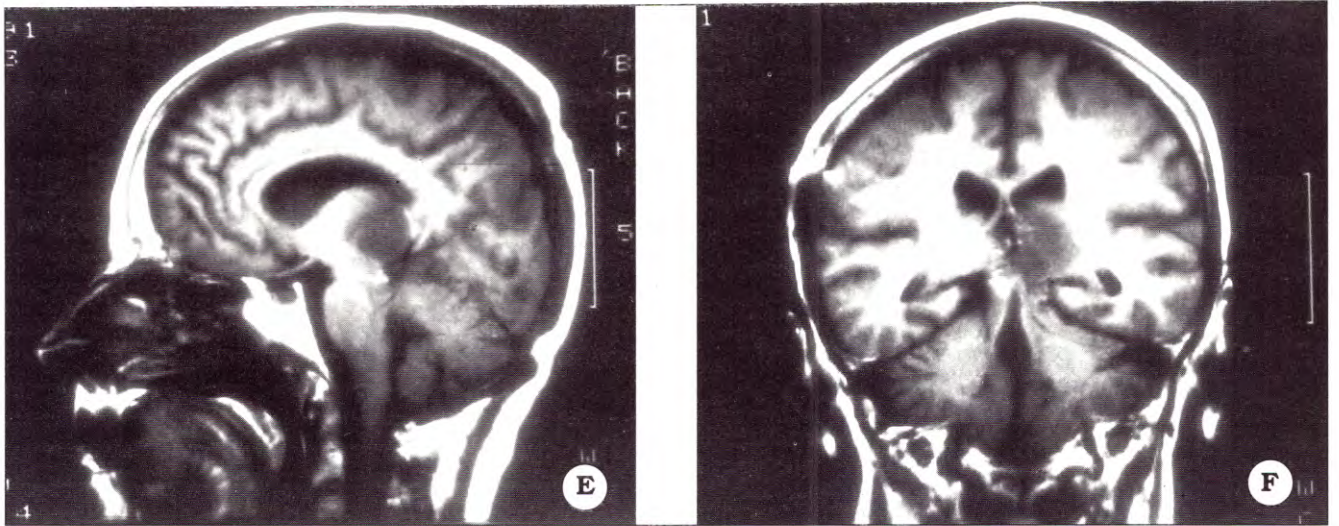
E y F. IRM postoperatorias donde puede observarse la imagen hipodensa sin efecto de masa del área residual del tumor.
